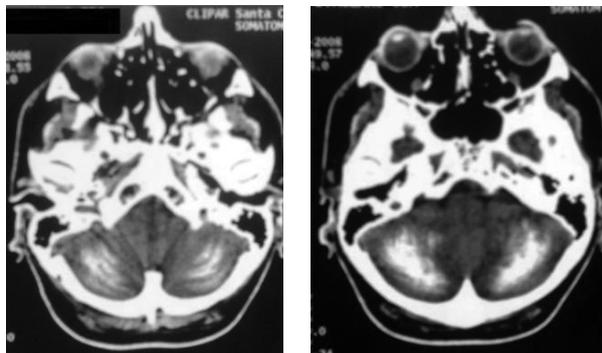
Tomografia mostrando calcificações nos núcleos da base, folias cerebelares e sulcos entre os giros corticais das cavidades cerebrais.
